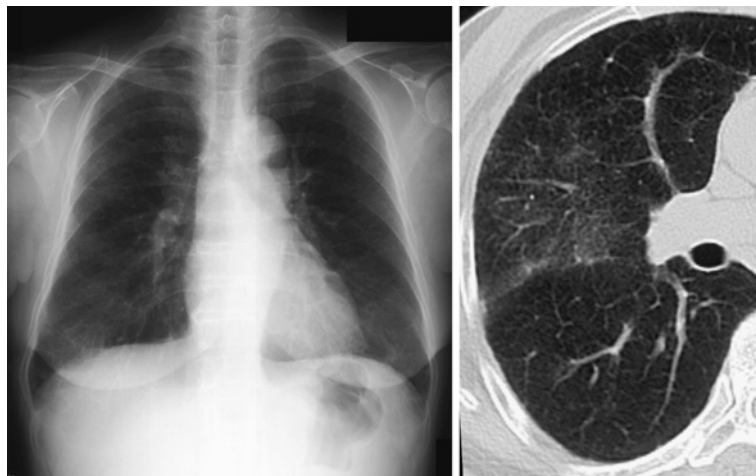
Chest CT scan 10 months after the initial diagnosis disclosed ground-glass opacity and pleural thickening.
